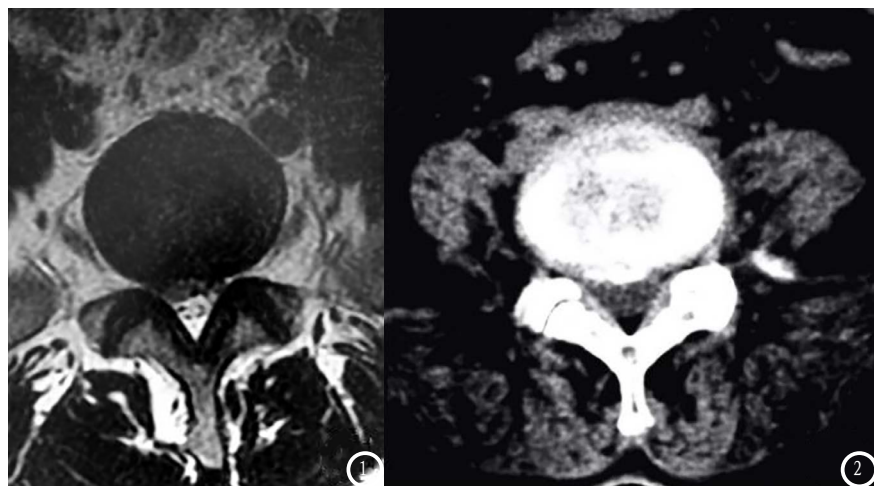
MRI图像示L4-5椎间盘向后向右突出, 并伴相应神经根受压; 图2 CT图像示L4-5椎间盘向后向右突出, 并伴钙化。
